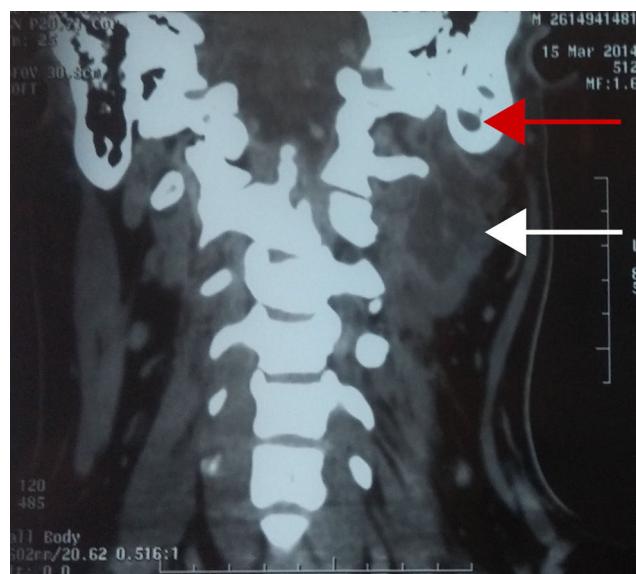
Tomografía computada de cuello contrastada en corte coronal en la cual se observa colección purulenta en espacios profundos de cuello (flecha blanca) y datos de mastoiditis ipsilateral (flecha roja).
